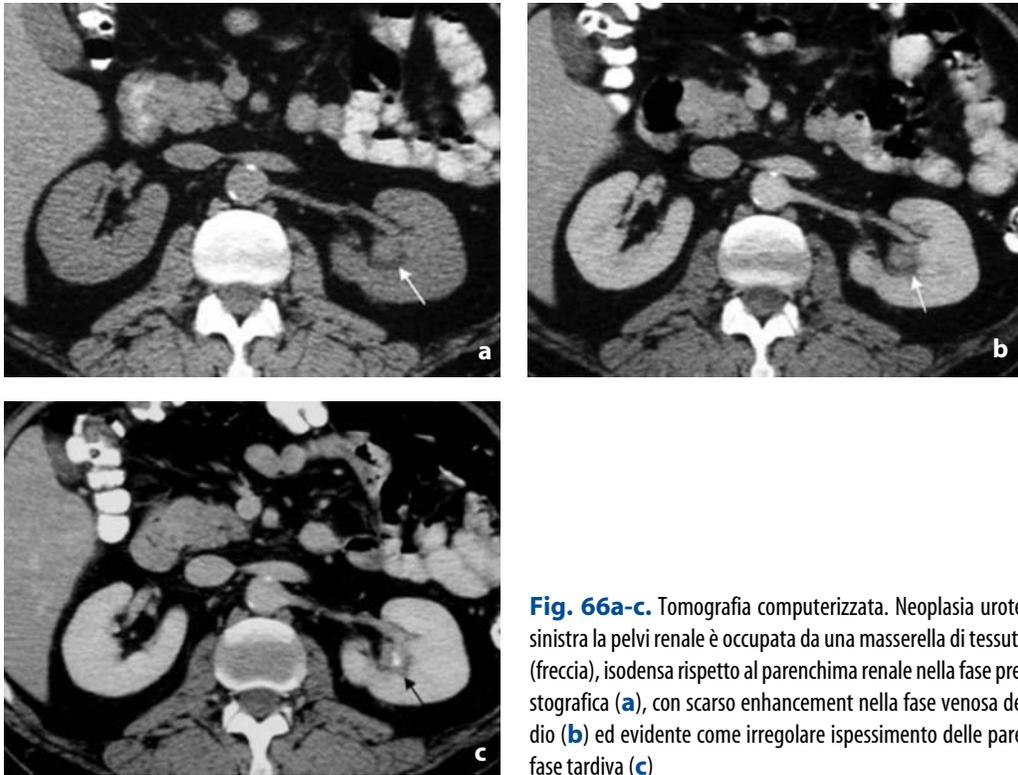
Tomografia computerizzata. Neoplasia uroteliale. A sinistra la pelvi renale è occupata da una masserella di tessuto solido (freccia), isodensa rispetto al parenchima renale nella fase precontrastografica (a), con scarso enhancement nella fase venosa dello studio (b) ed evidente come irregolare ispessimento delle pareti nella fase tardiva (c)
